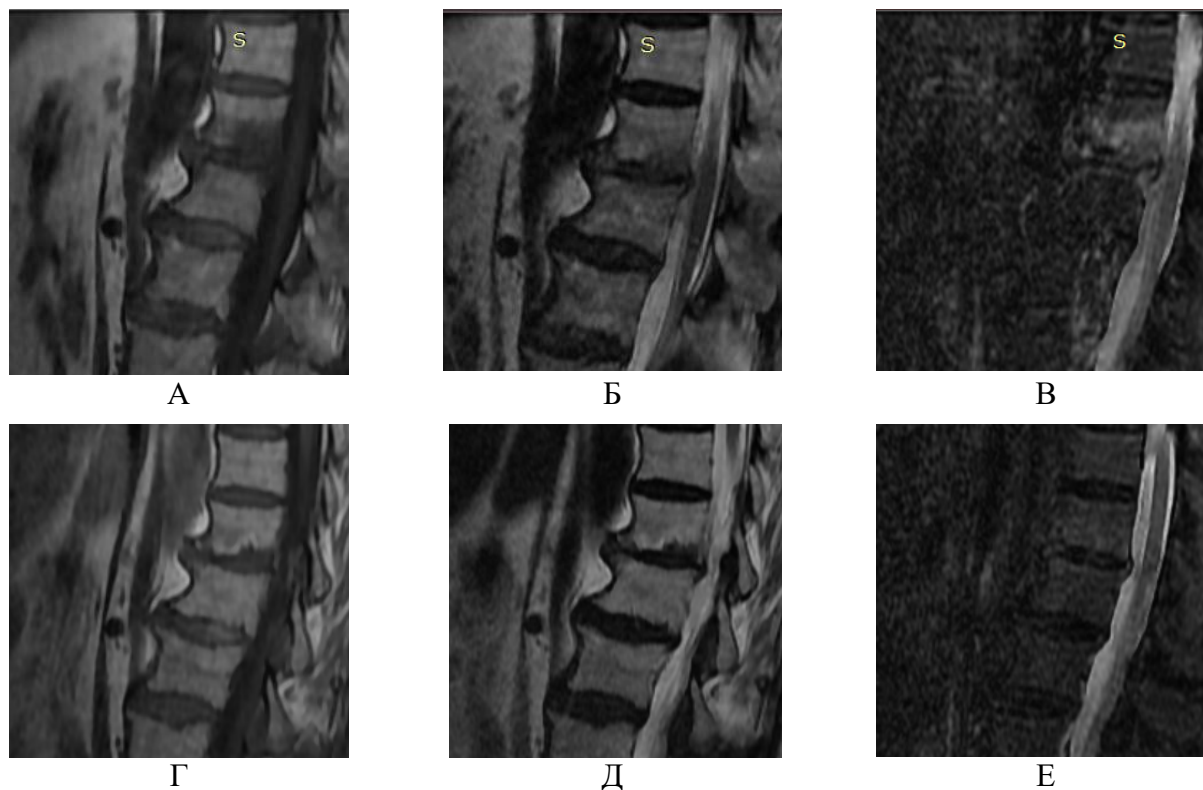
МРТ больной 72 лет с туберкулезным спондилитом VTh12-VL1 позвонков и сахарный диабет 2 типа. Длительность заболевания сахарным диабетом 10 лет. Сагитальный срез до лечения в режиме T1(А), T2(Б) и STIR(В) и после лечения 8 недель лечения в режиме T1(Г), T2(Д) и STIR(Е). Отмечается затихание воспаления.
